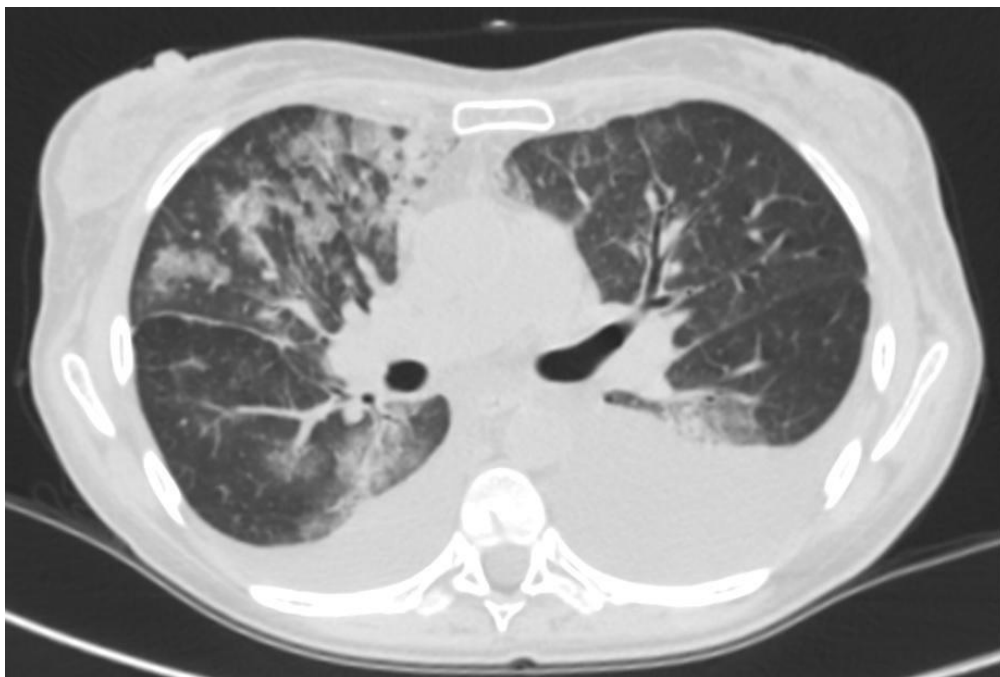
КТ груди, аксиальный срез. Больная Я., 41 год.
